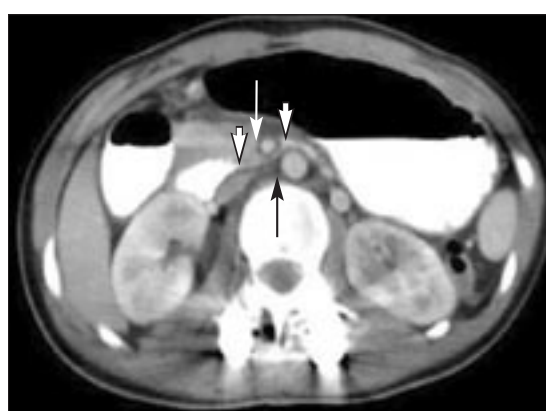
На срезе КТ на уровне третьей части ДПК между двумя короткими белыми стрелками определяется сужение ДПК длиной 3,0 см. Длинная белая стрелка указывает на ВБА, а черная – на аорту [29]. Между широкой частью ДПК и ВБА определяется узкий отрезок ДПК длиной около 2 см справа и вне зоны аортомезентериальной компрессии
